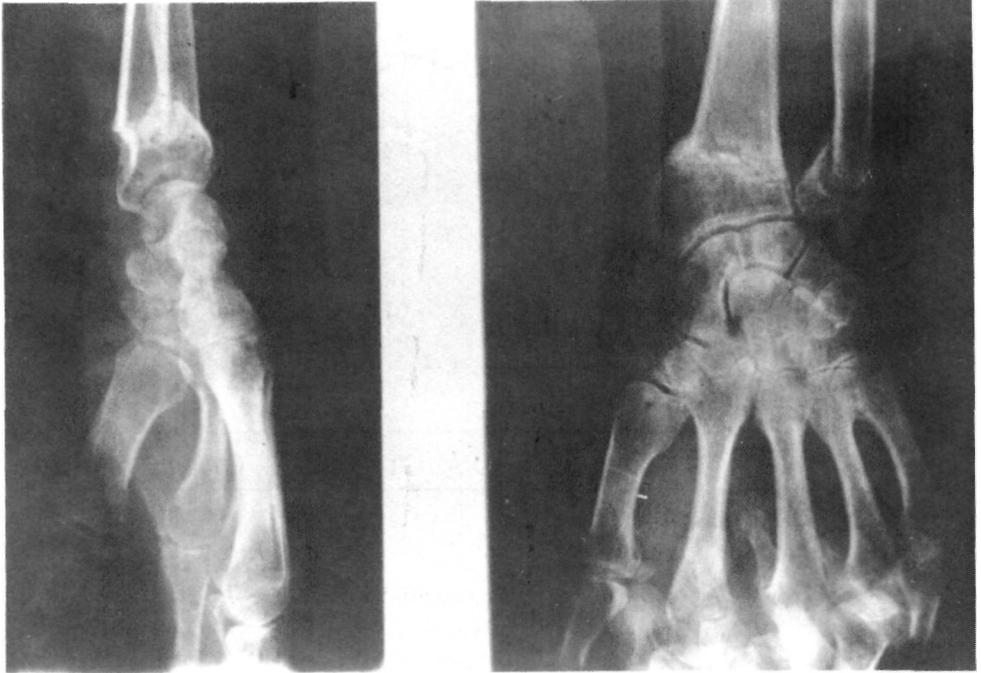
Formación del callo óseo en una fractura de un paciente del Grupo A (CT+Ca).
